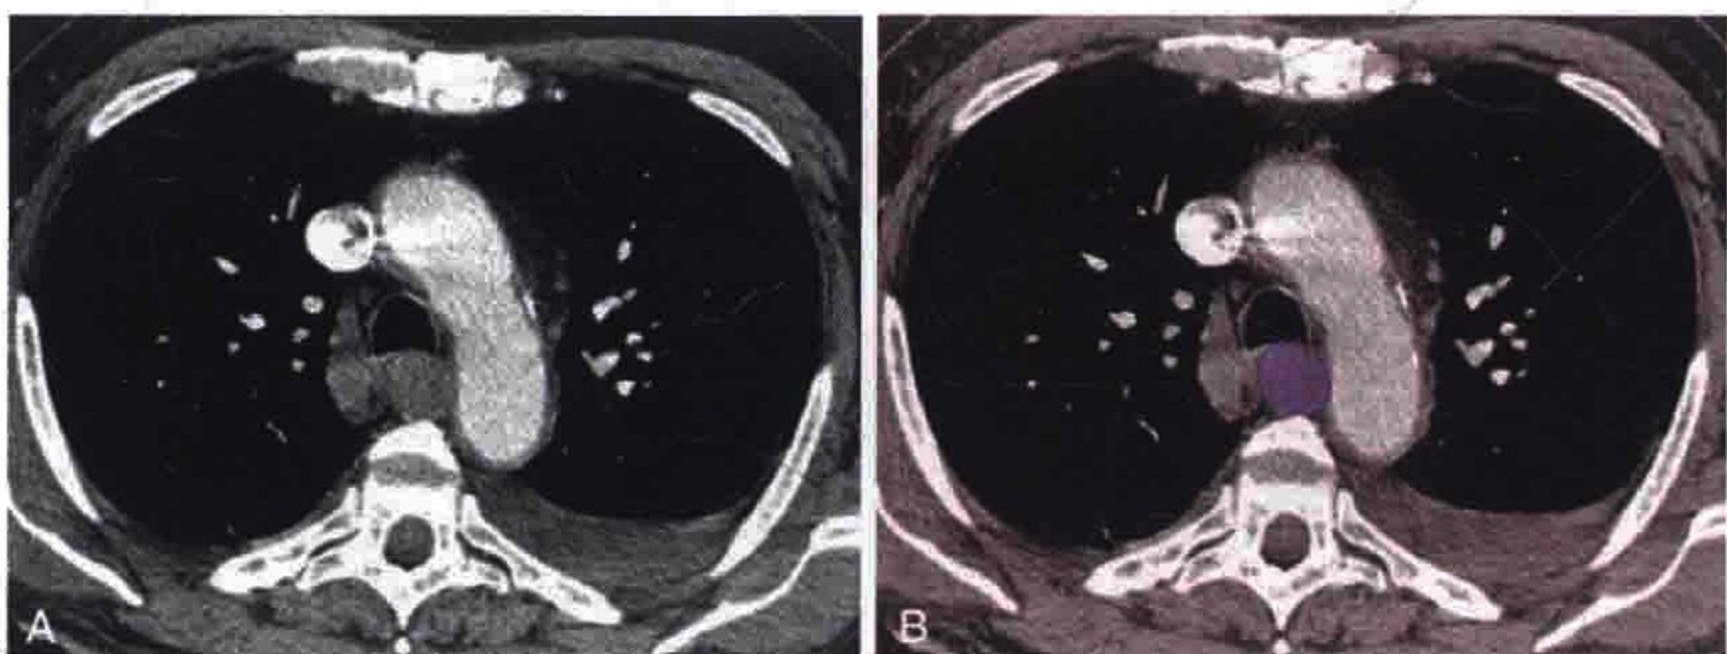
胸部横轴位 CT 增强扫描显示肿大的食管旁淋巴结 (紫色)
